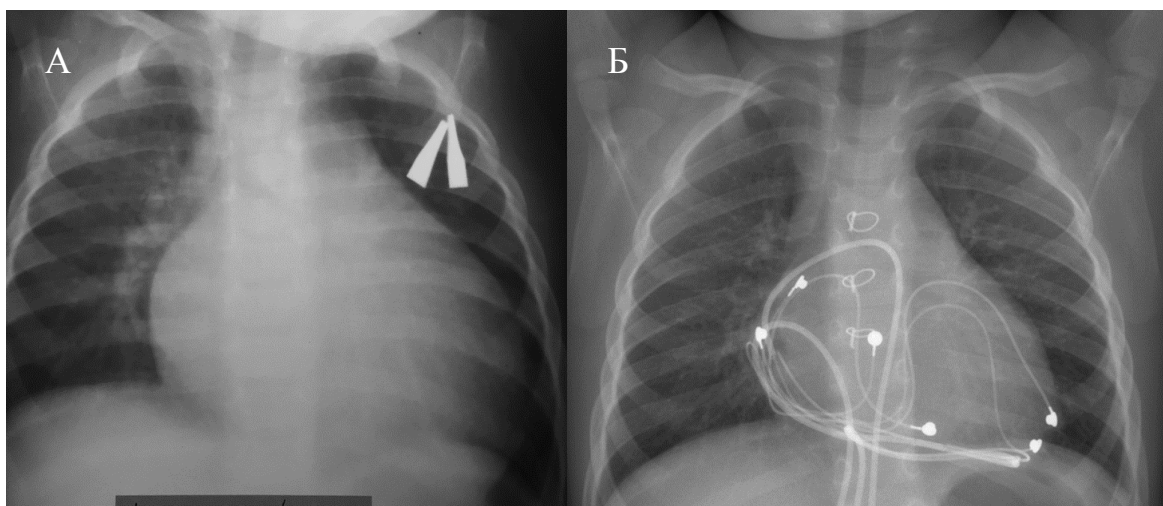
Рентгенограмма органов грудной клетки до (А) и после (Б) имплантации ЭКС
